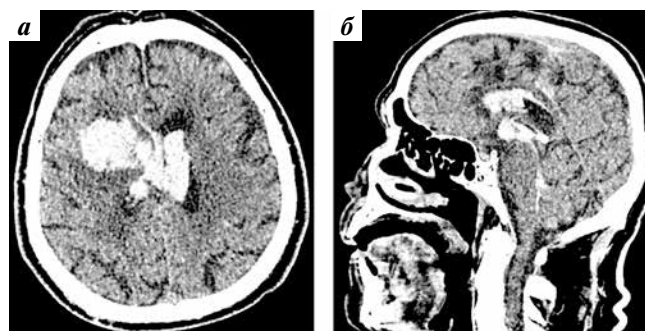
КТ головного мозга пациента Н., 78 лет. Латеральная ВМГ — 35 см³, ВЖК в боковых, III и IV желудочках — 28 см³: а — аксиальный срез; б — сагиттальная реконструкция
